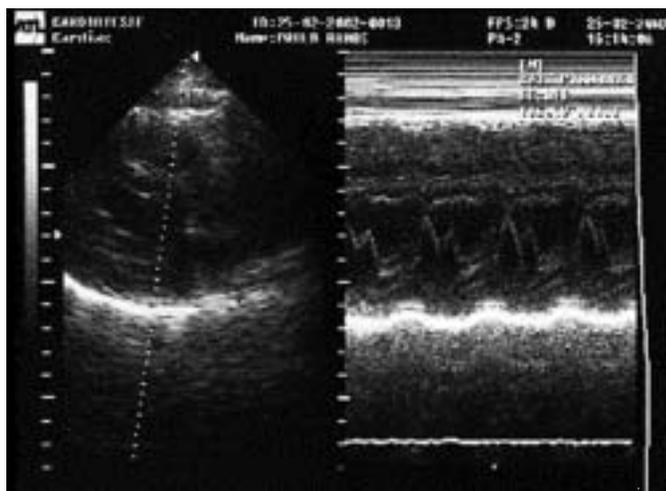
Ecocardiograma de pericardite em doente com doença de Behçet.
